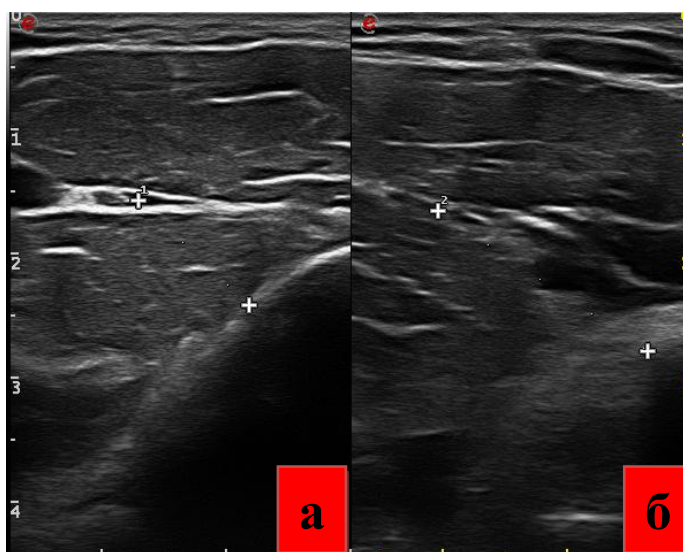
Точки измерения расстояния от плечевой кости до срединного нерва на уровне суставной щели: а – при разгибании в локтевом суставе на 180° , б – при сгибании в локтевом суставе на 90° (данные УЗИ)
